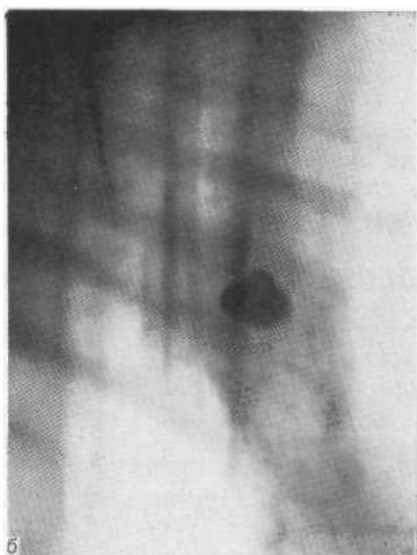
Томограммы больных с доказанным на операции периферическим раком: опухолевые узлы диаметром 1 см (а) и 2,1 см (б). Узел размером около 2 см приобретает более округлую форму, а его контуры становятся более четкими, бугристыми.
